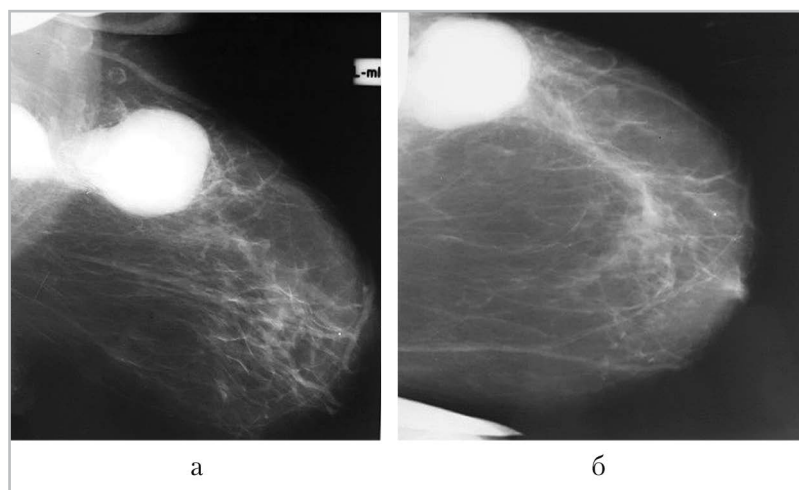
Обзорные рентгенограммы левой молочной железы: *a* — медиолатеральная косая проекция; *б* — краниокаудальная проекция. Многоузловое образование с четким контуром категории BI-RADS 4
